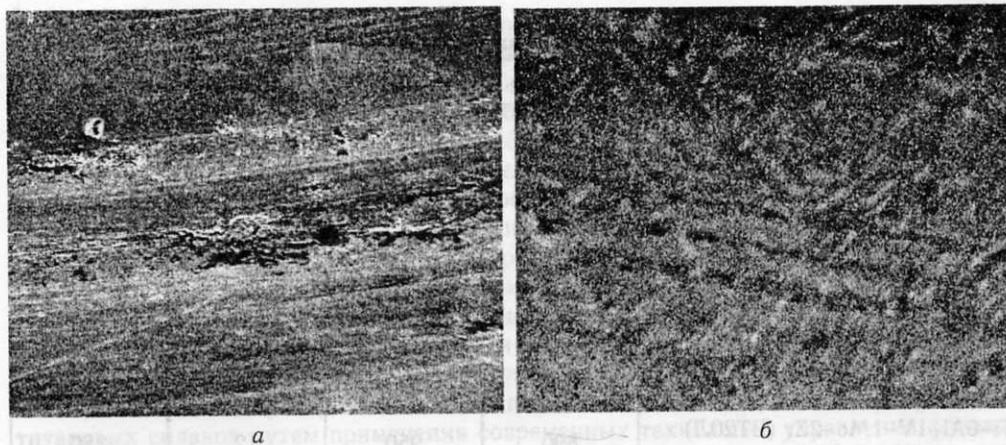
Структура поверхности образцов сплава BT20 после трибологических испытаний в паре со сверхвысокомолекулярным полиэтиленом:
